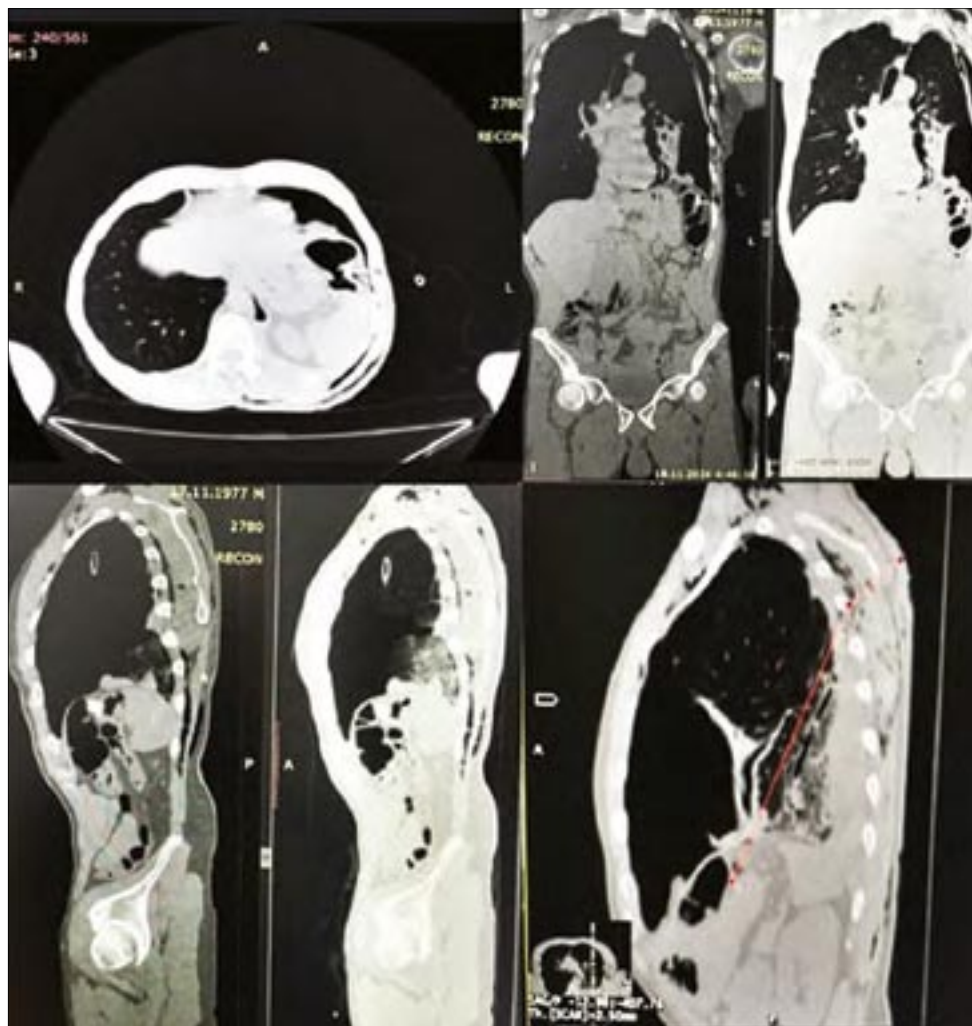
Зображення КТ: наскрізне вогнепальне поранення з внутрішнім і зовнішнім ушкодженням нижньої частки лівої легені, перфорація діафрагми зліва, перфорація поперечної ободової кишки із присутнім металевим фрагментом
